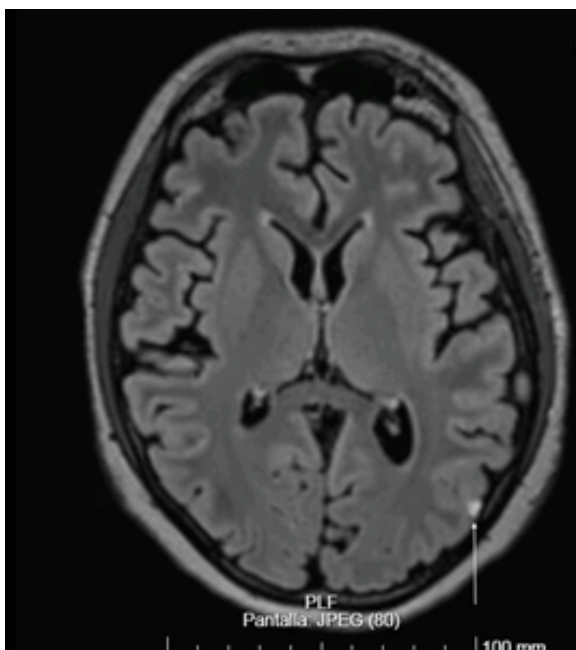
Resonancia magnética cerebral en secuencia FLAIR, corte axial. Captación hiperintensa a nivel leptomenígea en surcos occipito-laterales izquierdos.
